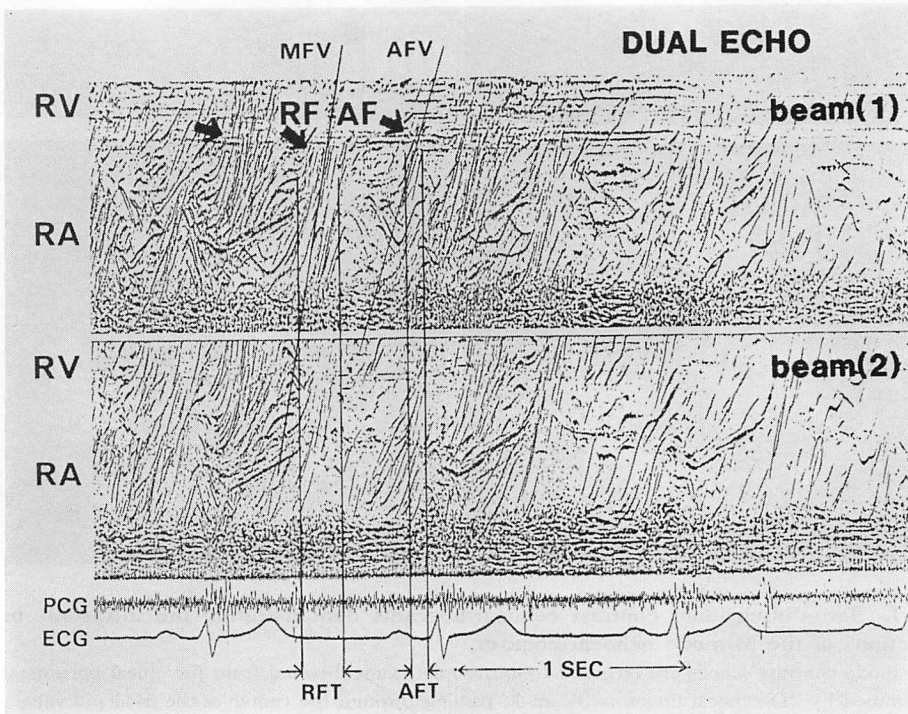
Methods of measurements in M-mode contrast echocardiograms.
